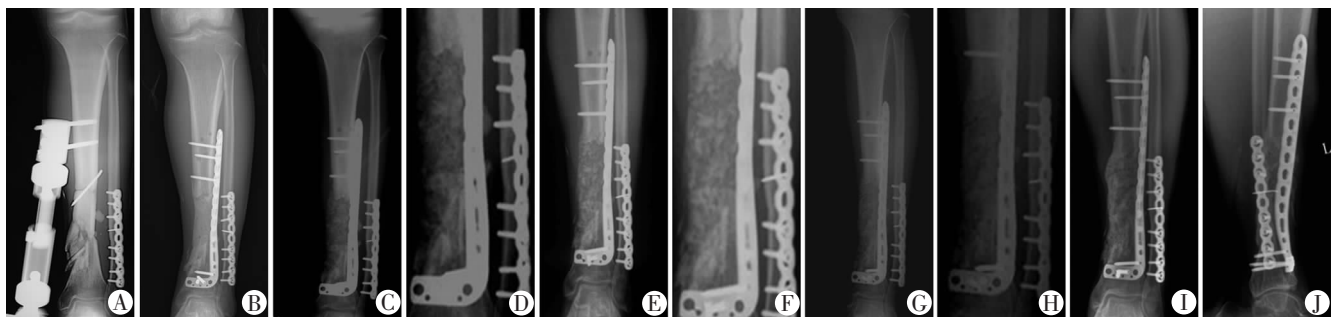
1例9 cm 胫骨创伤后大段骨缺损患者行Masquelet骨重建手术前后X线片表现
